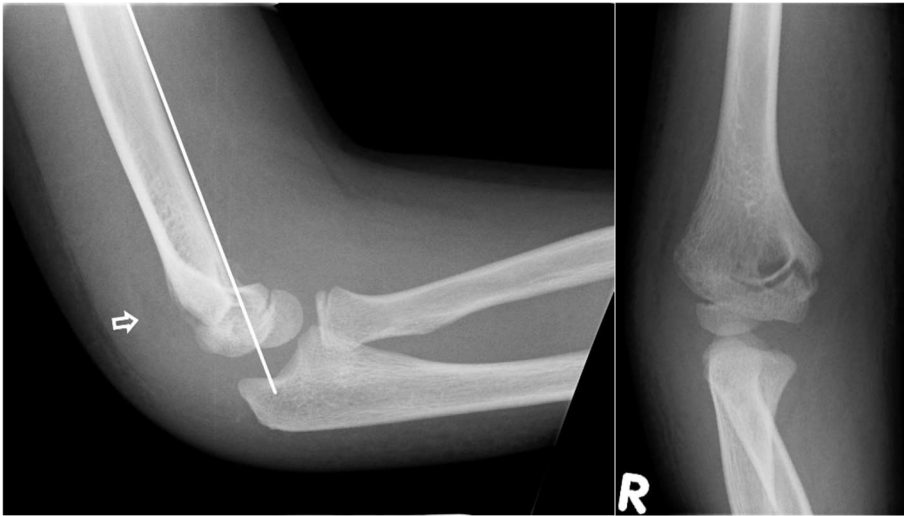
Fall 269: Röntgenbild vier Tage posttraumatisch
